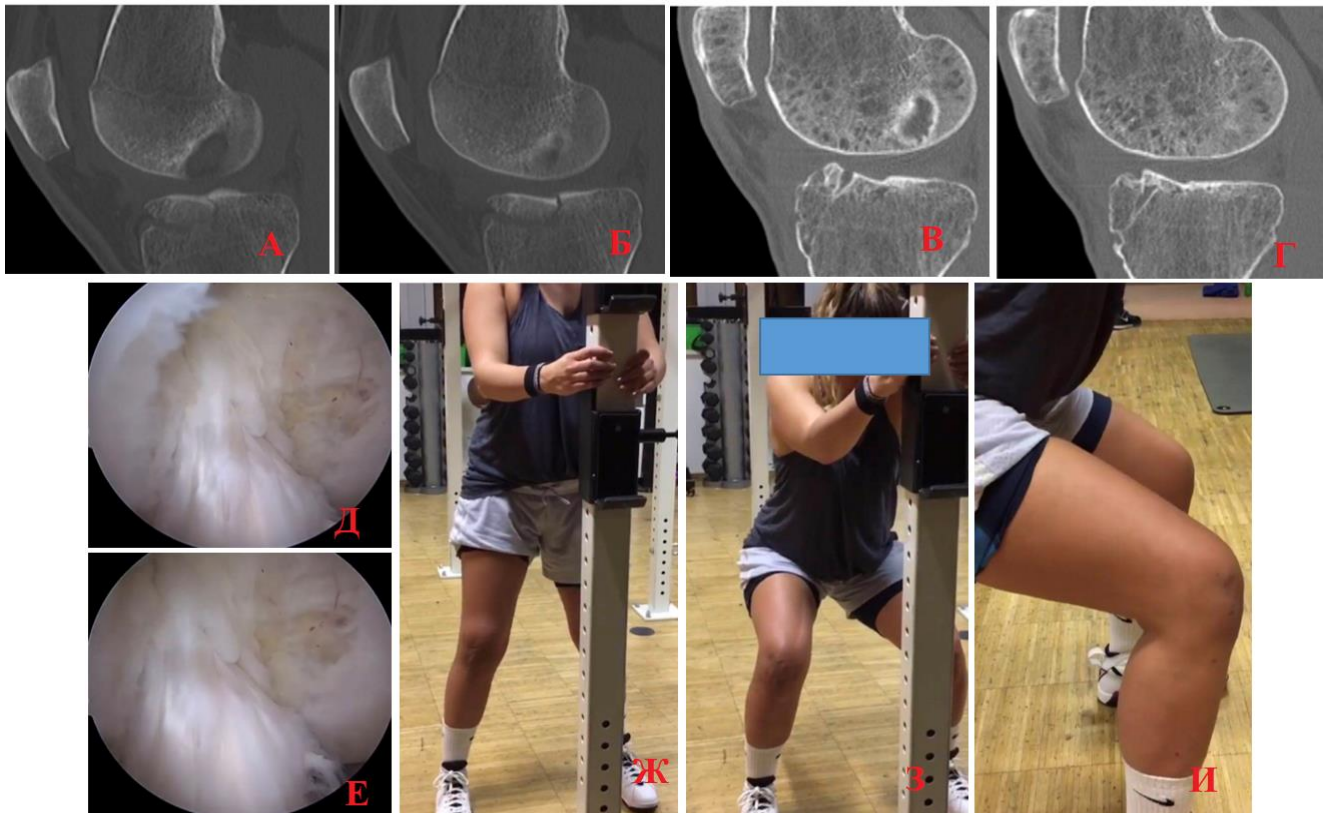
А, Б – КТ 8 месяц назад; В, Г– предоперационный КТ; Д, Е – интраоперационные; Ж, З, И – функциональный результат через 6 месяцев после операции
